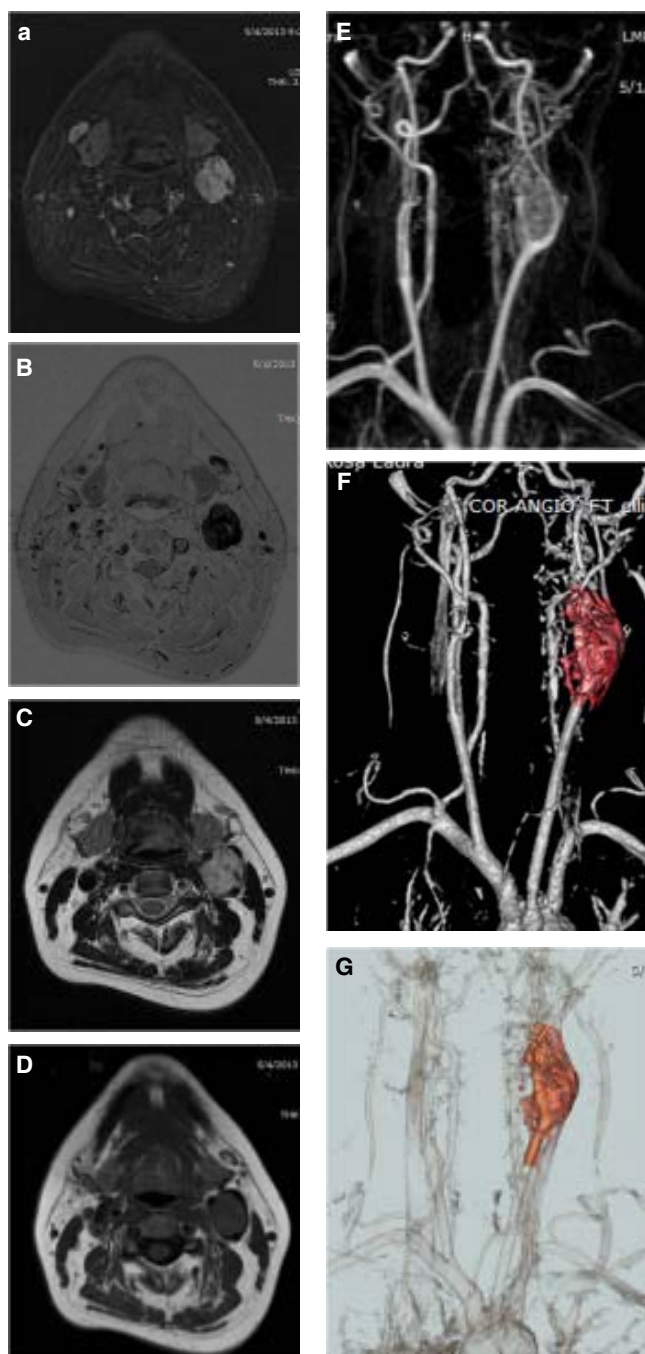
Selección de imágenes de resonancia magnética y de angioRM, paciente número 7, con lesión focal de la bifurcación carotídea izquierda (espacio carotídeo), con un contacto circunferencial con la arteria carótida interna menor de 180° (clasificación de Shamblin I), adyacente a los nervios vago e hipogloso. A. Secuencia STIR es de mayor intensidad señal. B. STIR Invert hipointensa. C. Secuencia T2 hiperintensa en comparación con el músculo. D. Secuencia T1 es casi isointensa al músculo. E-G. Secuencia AngioRM de vasos del cuello y reconstrucciones en 3D/GR (Multi Mask VR), se hace evidente el desplazamiento vascular, de medición 3.5 cm en el eje mayor cefalocaudal.
